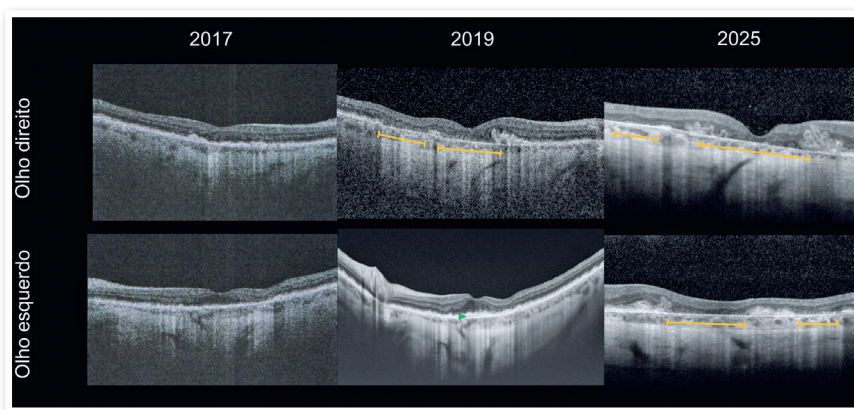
Tomografia de coerência óptica (OCT) mostrando evolução dos depósitos drusiformes sub-retinianos hiper-refletivos e posterior separação entre a membrana de Bruch e o EPR, com desorganização das camadas externas e sinais de fibrose sub-retiniana em OD associada à MNVSR tratada com anti-VEGF. Fileira superior: OD; fileira inferior: OE.
